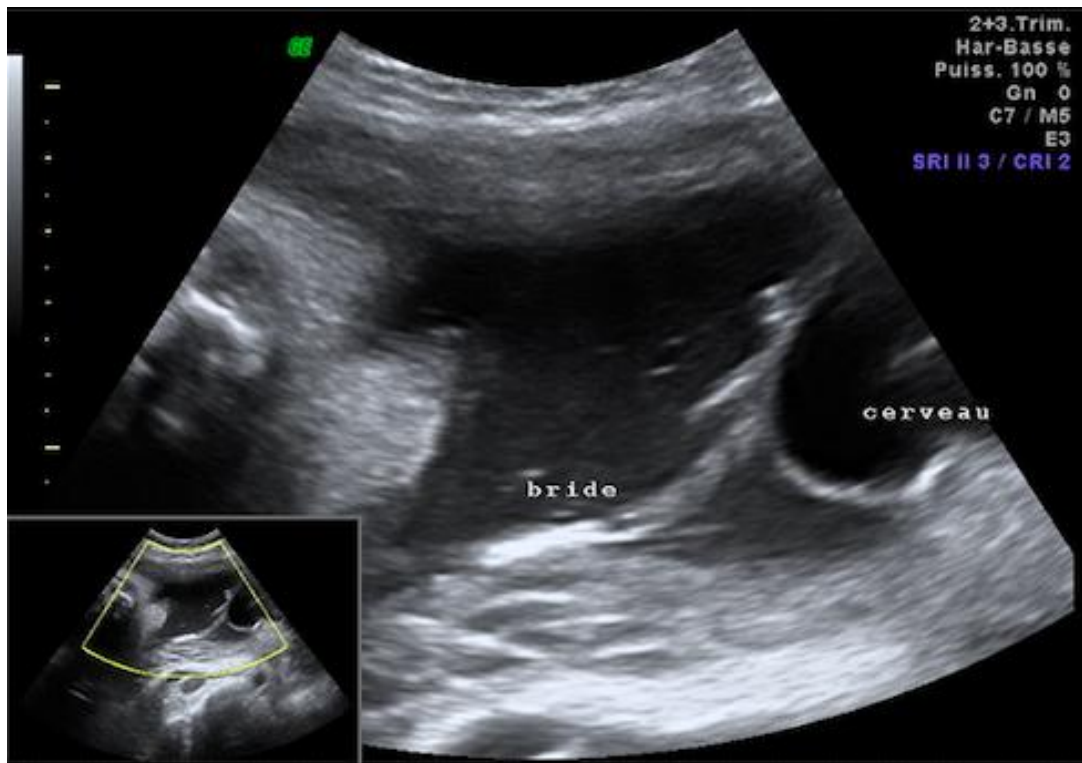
Image échographique d'une bride amniotique entre le defect crânien et la paroi utérine. (102)
